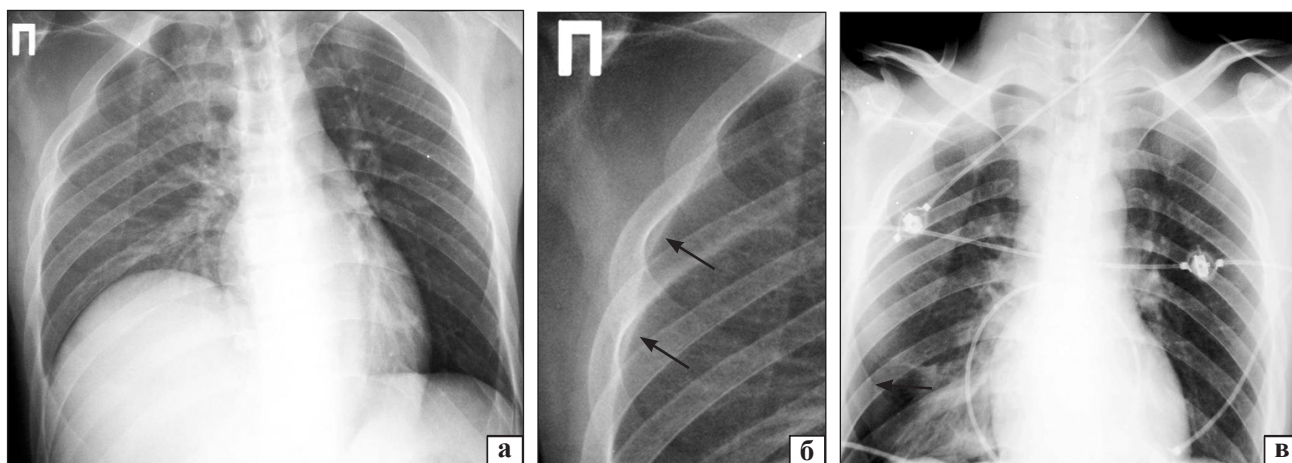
Рентгенограммы пострадавшего Т., 26 лет: а) при поступлении в клинику; б) фрагмент рис. 2, а, полоска затемнения паракостально (стрелки); в) после ушивания правого купола диафрагмы, тень средостения вернулась на место, стрелкой указан край спавшегося легкого
